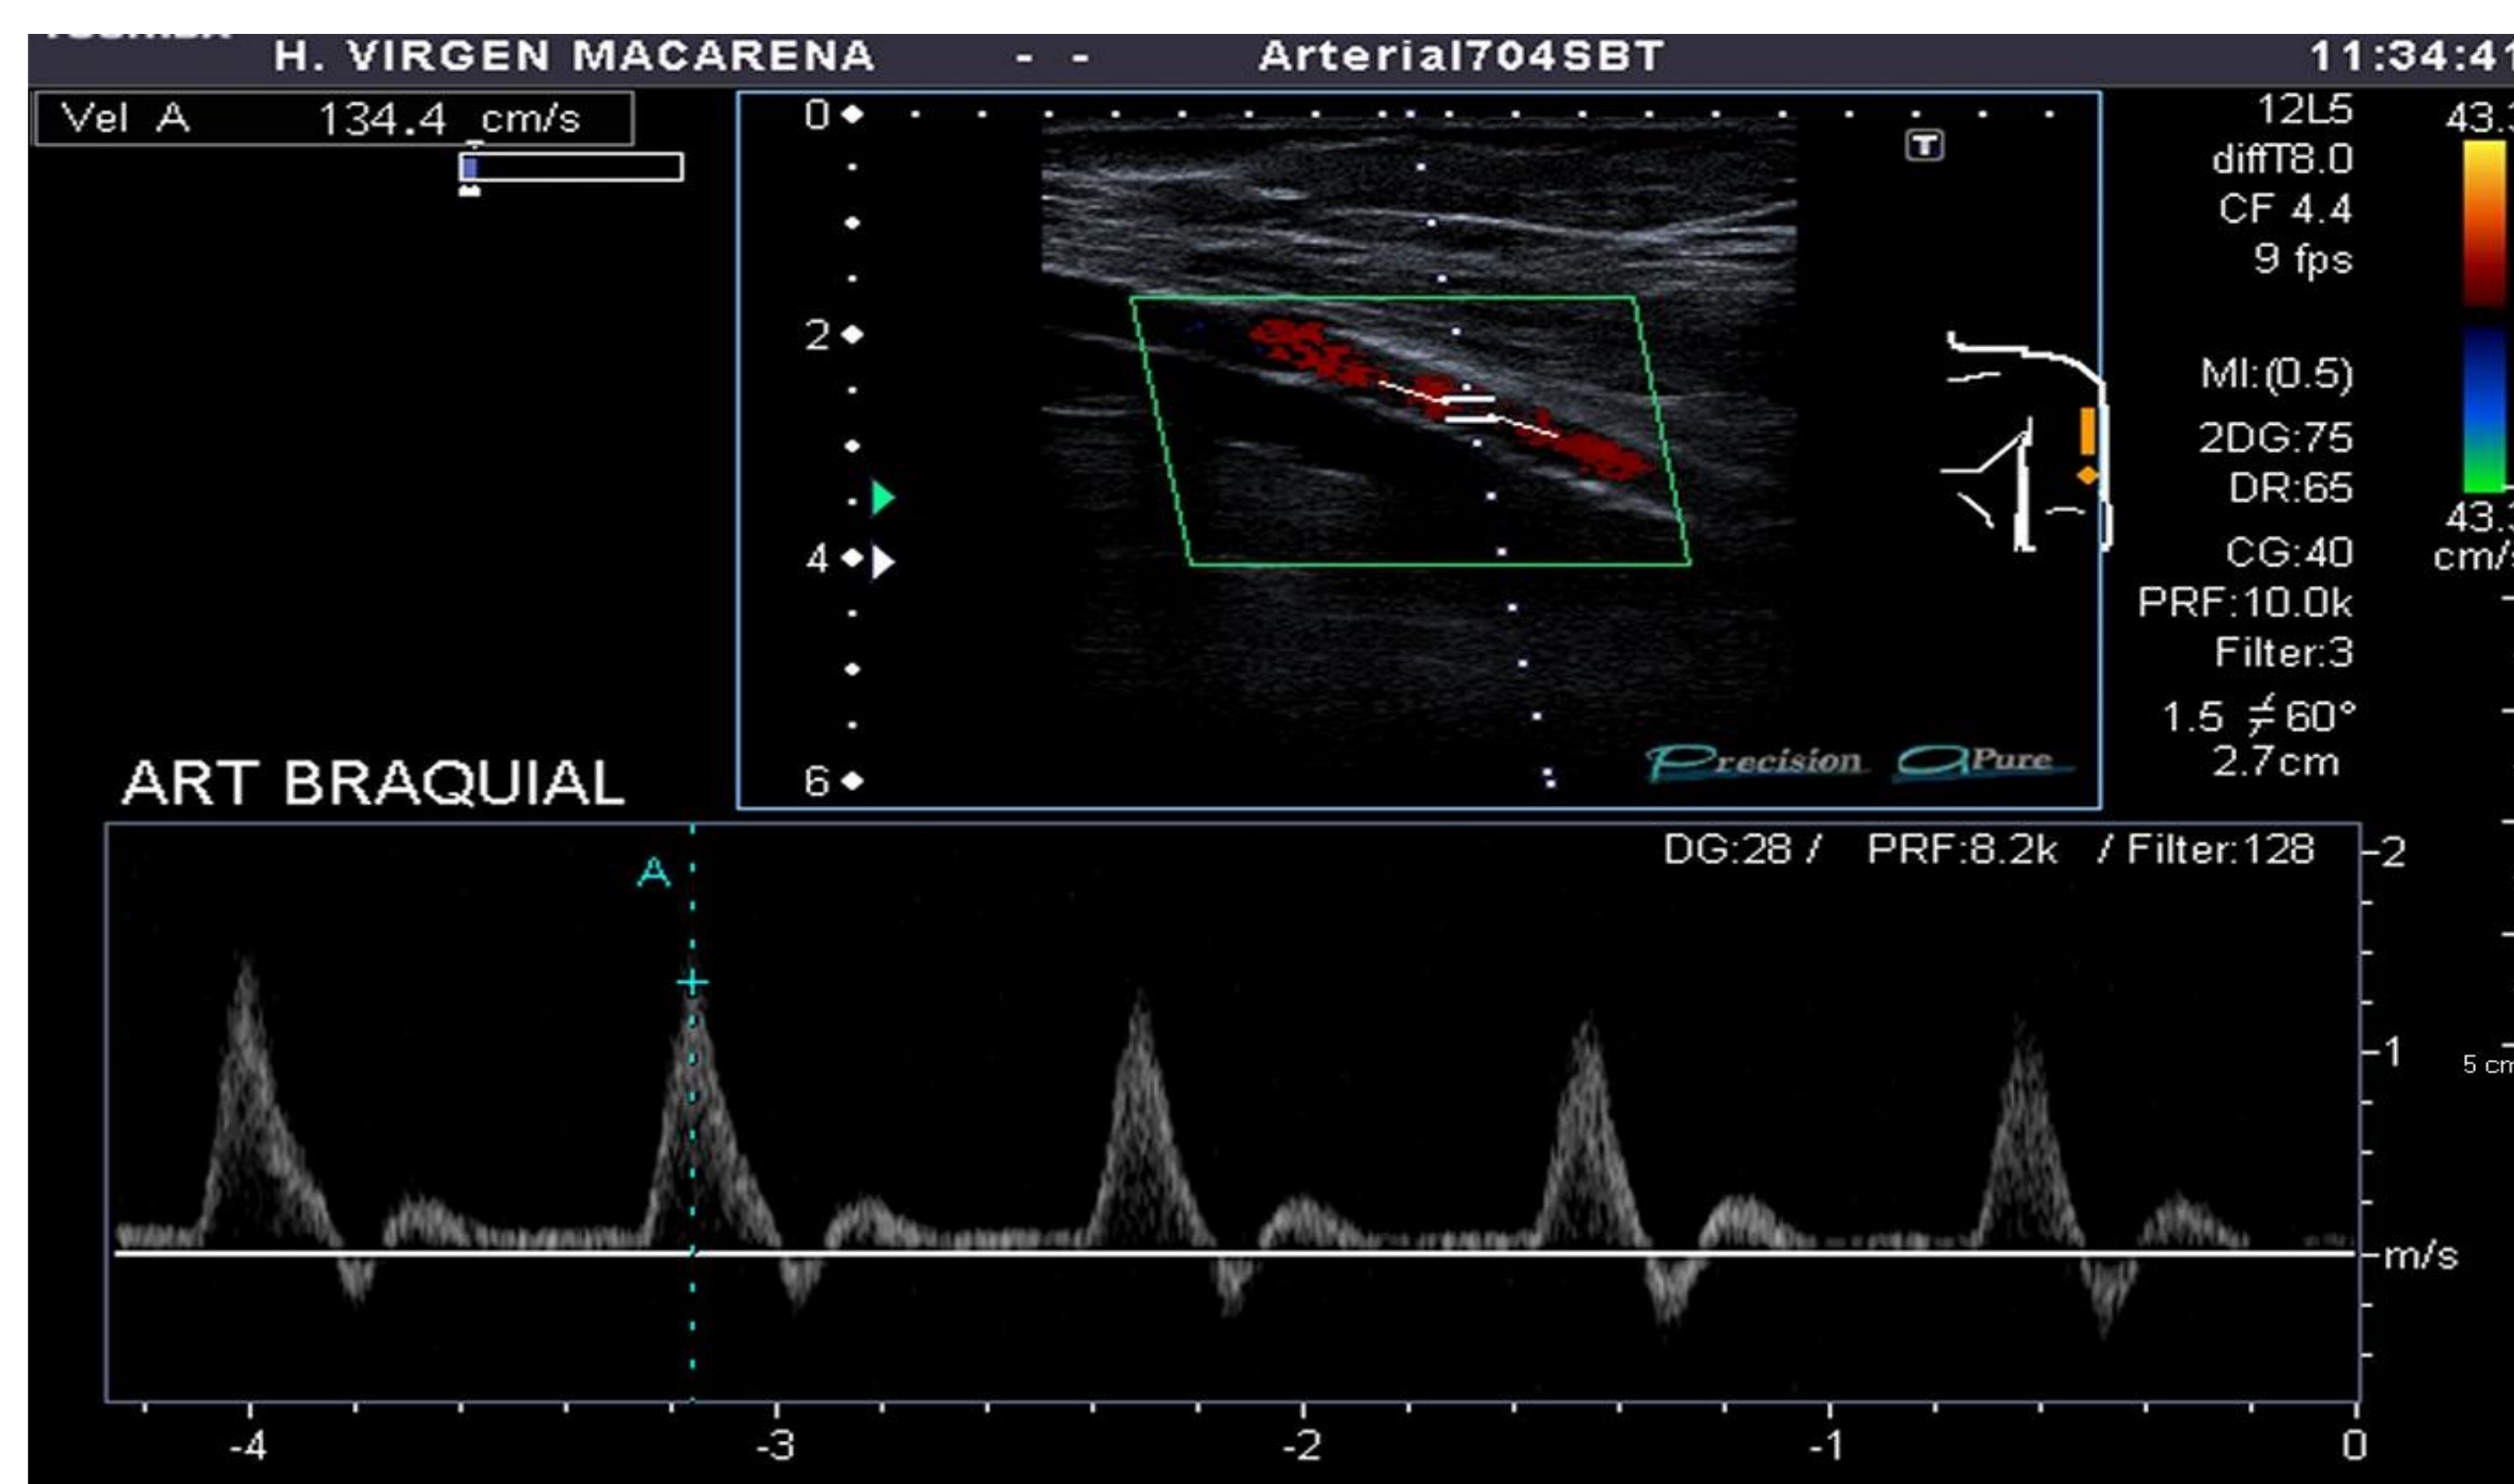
Ecografía Doppler espectral de arteria braquial. Se identifica patrón de flujo trifásico (alta resistencia).
